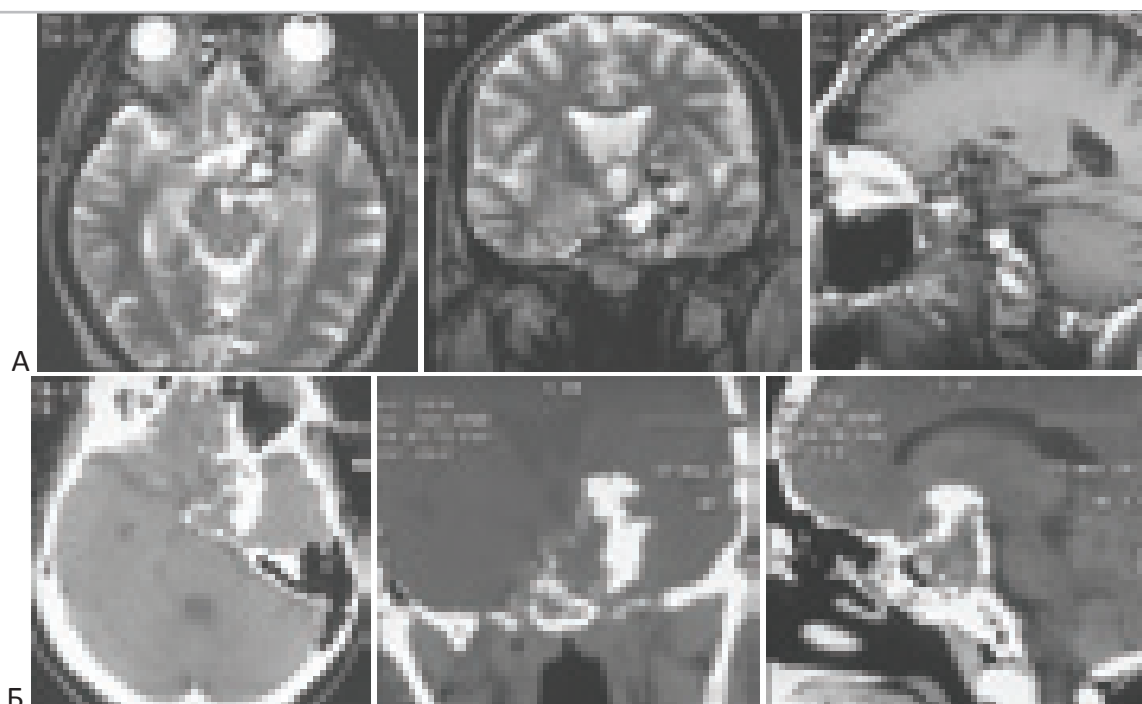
МРТ и КТ больного через 4 месяца после операции – трансназального трансфеноидального удаления хордомы sellarной области. Опухоль удалена частично. Кальцификаты в структуре опухоли над левым кавернозным синусом. “А” – МРТ – изображения в аксиальной и фронтальной проекции (T2-режим), в сагиттальной проекции (T1-режим). “Б” – СКТ в костном режиме.
